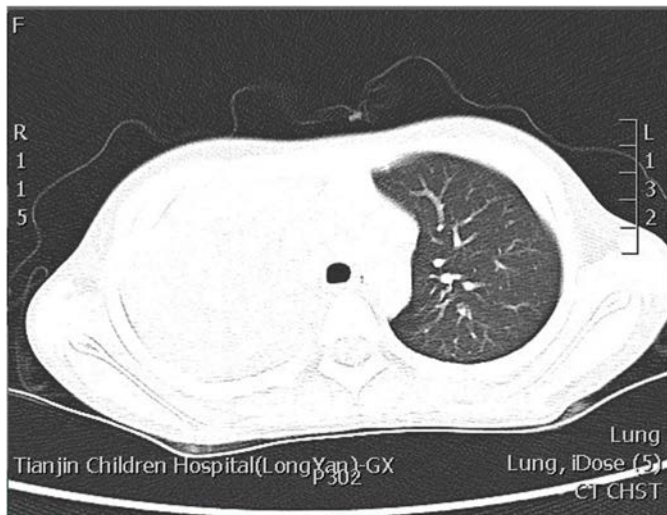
large consolidated を示す患者の胸部 CT 画像⁴
